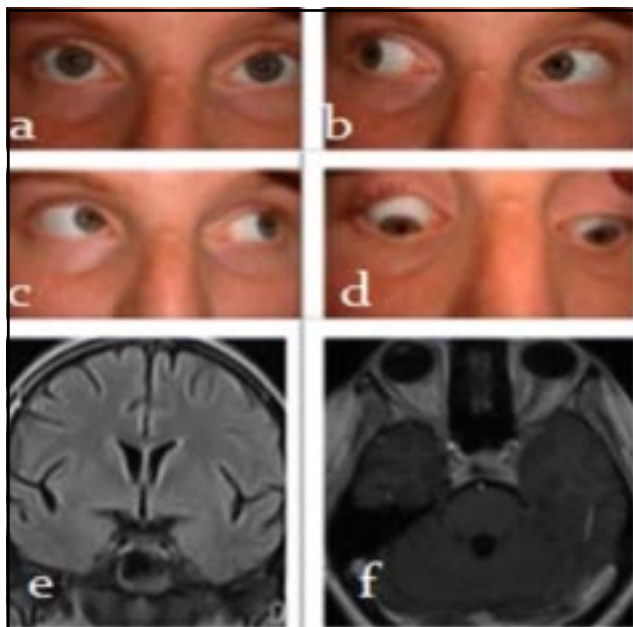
a, b, d. Recuperación total de la motilidad ocular del ojo izquierdo luego de tres meses de tratamiento con corticoides. e, f. IRM de encéfalo: control que evidencia la remisión completa de la lesión en el seno cavernoso izquierdo
